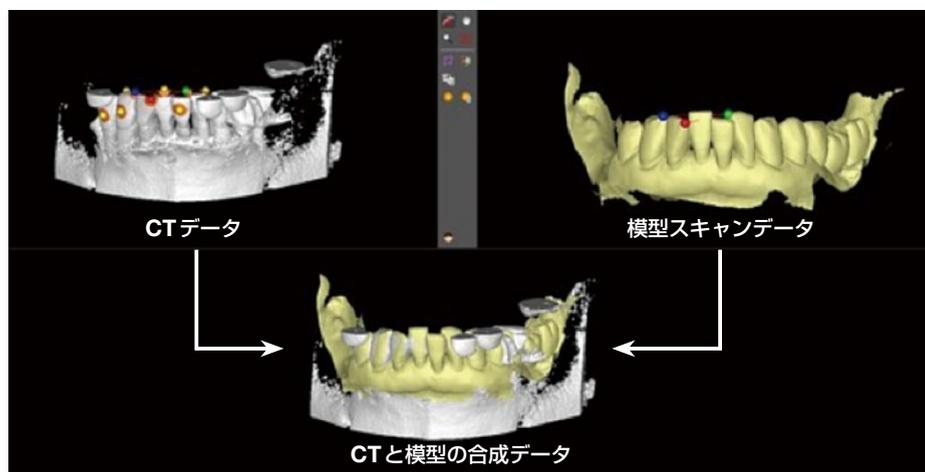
CTデータに模型合成をすることで残存歯部に可及的に支持を求める。これにより骨-歯牙、粘膜-歯牙支持が可能である。現在、骨-歯牙支持に対応できないメーカーは多い。このLandmark Guideは適応症が大きく広がるはずである。
